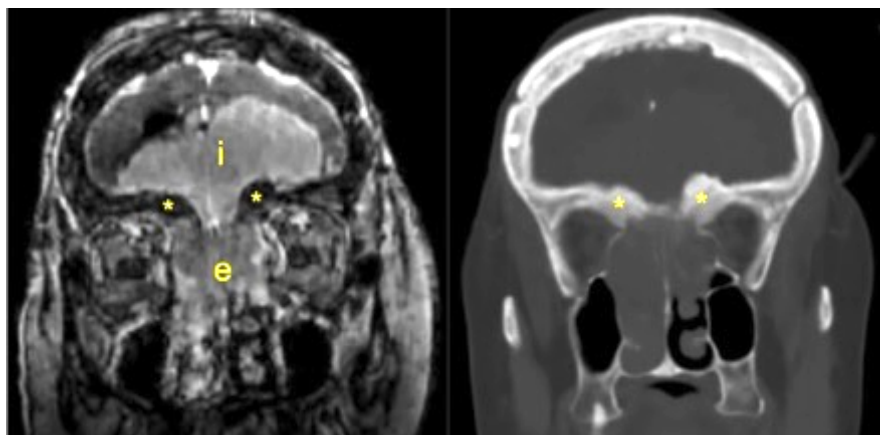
Менингиома ПЧЯ с выраженным внутри- и внечерепным распространением. На МРТ в режиме 3D-SPGR с контрастным усилением (слева) визуализируется интракраниальный узел (i) и экстракраниальная часть опухоли в полости носа и решетчатом лабиринте (e). И на МРТ, и на КТ в костном режиме (справа) виден гиперостоз основания ПЧЯ (*), включающий решетчатую пластинку, латеральную пластинку обонятельной ямки, крышу решетчатого лабиринта и верхнюю стенку глазницы
